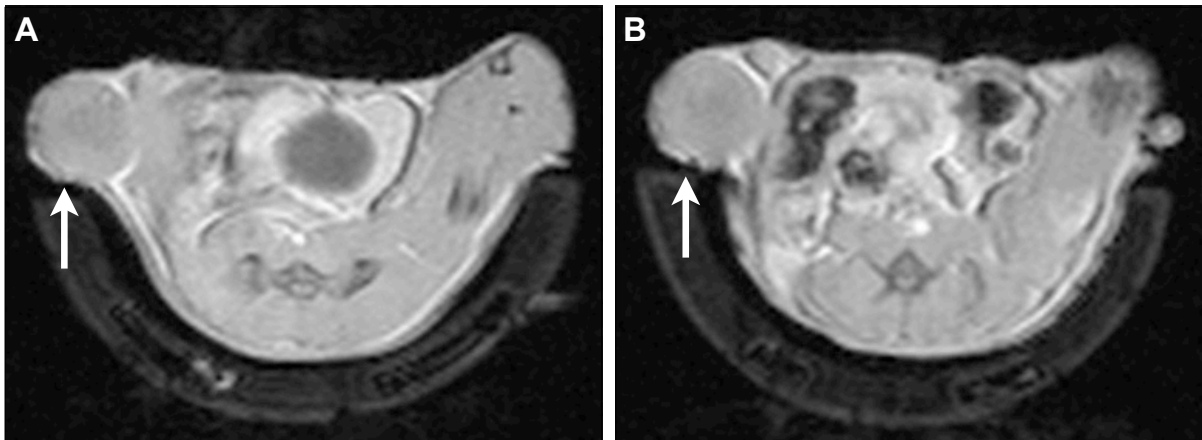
1,5-T-MRT-Bildgebung eines HT-1080-Tumors (links, Pfeil) vor und nach Gabe von PSOP. Darstellung in axialer Schicht bei einer T2*-gewichteten Sequenz vor (A) und 2,5 h nach Injektion der PSOP (B).
